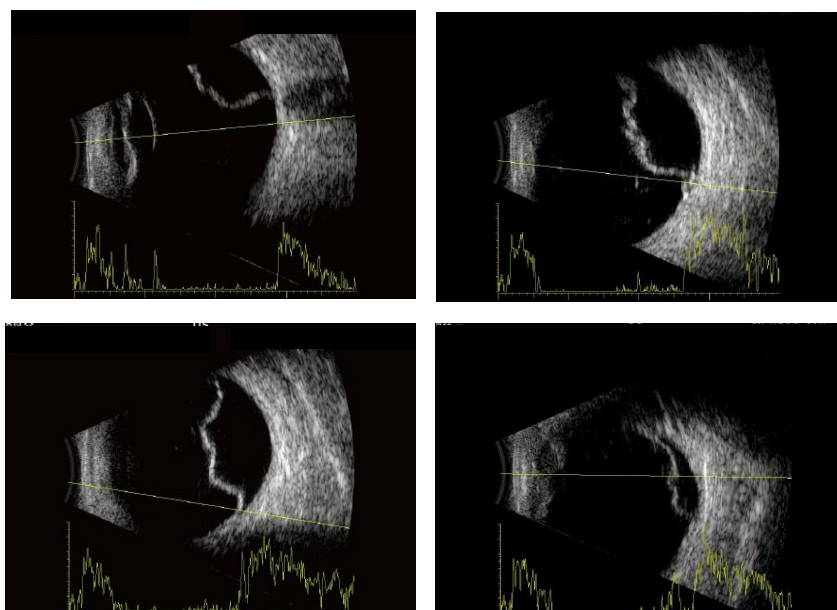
Ecografia OE (em algumas direções do olhar) realizada a 14/11/2011.
